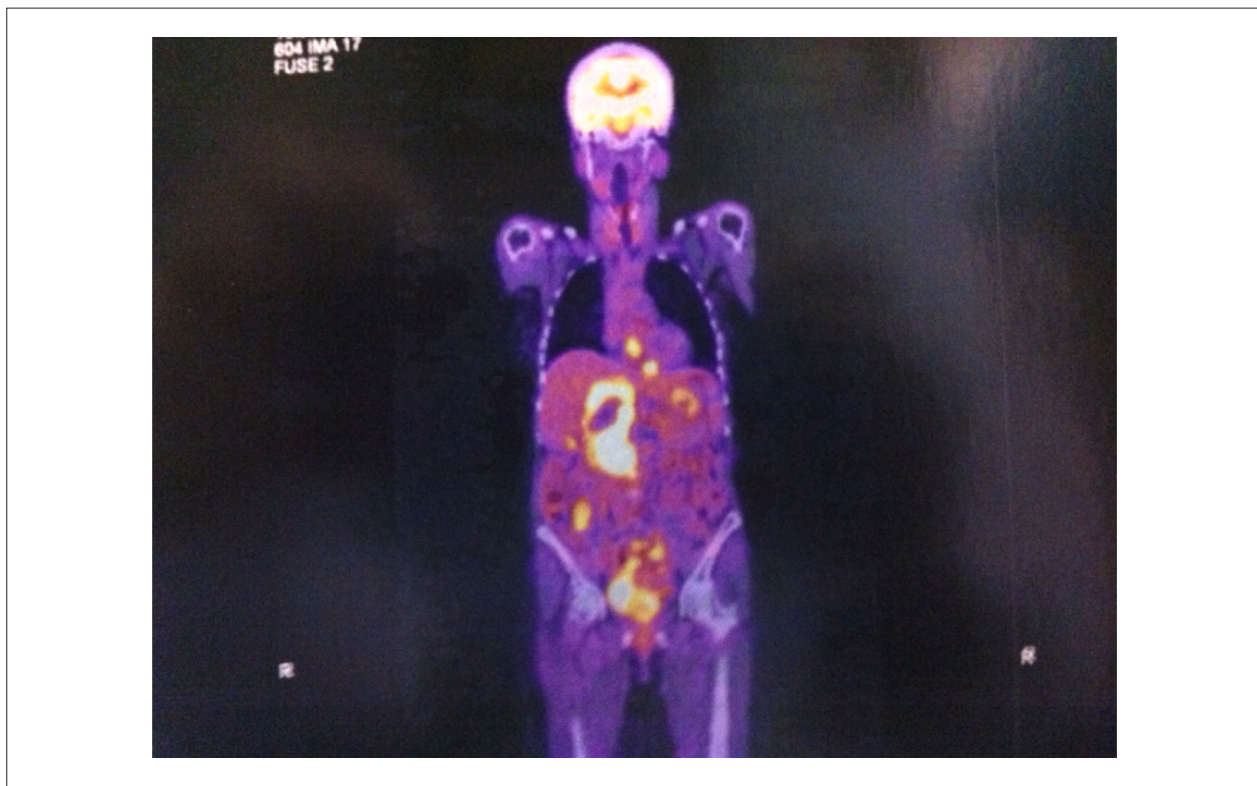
Imagem tomográfica do corpo inteiro adquirida após administração de radiofármaco, em aparelho PET scan híbrido com CT multislice. Aumento das dimensões do número e da captação nas múltiplas lesões em retroperitônio, aumento do metabolismo glicolítico no hilo hepático, e duas captações em coração.
